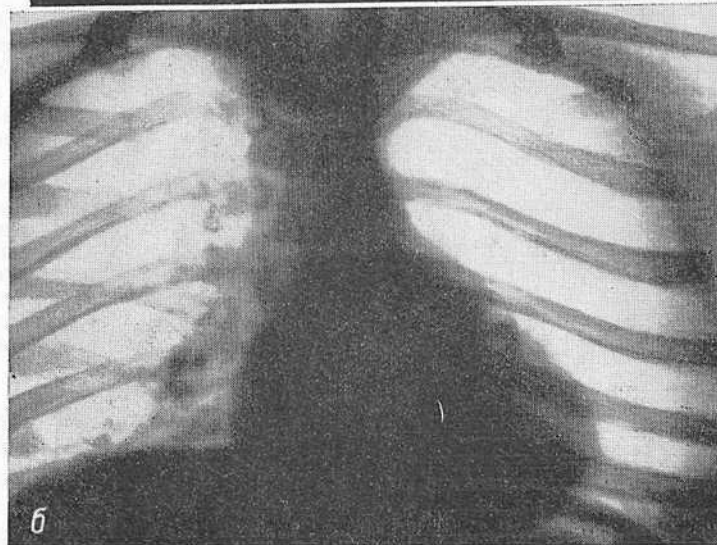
Рентгенограмма грудной клетки в лордотическом положении ребенка 4 лет 5 месяцев.
